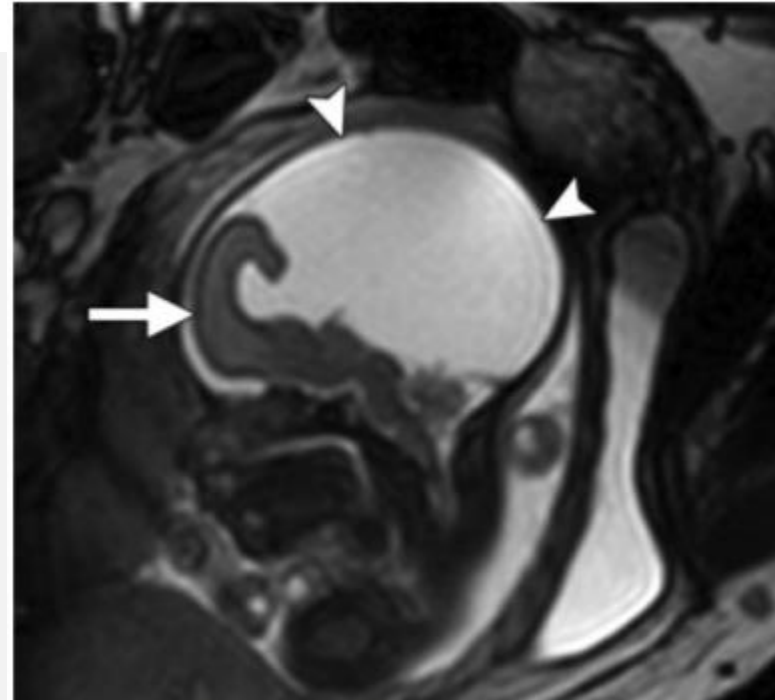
Alobar HPE. Sagittal fetal MR image shows a large "dorsal cyst" (arrowheads) and "cup" morphology of the brain (arrow). Note the normal fetal profile in this case. Alobar HPE is not always associated with dysmorphic facies.
